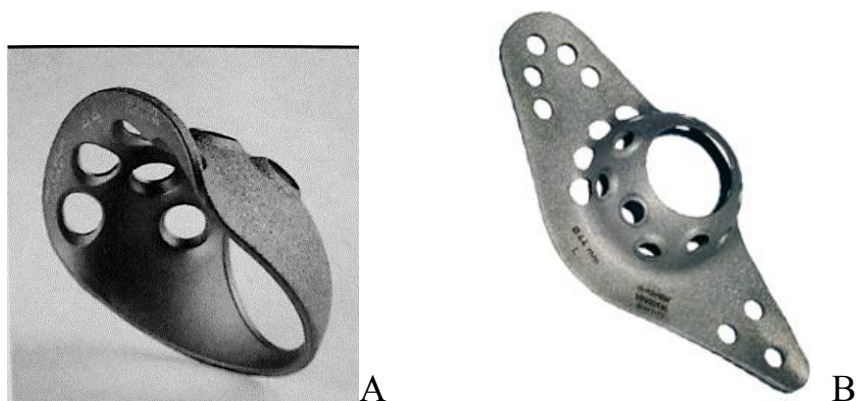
А. Антипротрузионное кольцо Muller. В. Реконструктивное кольцо Burch–Schneider.
